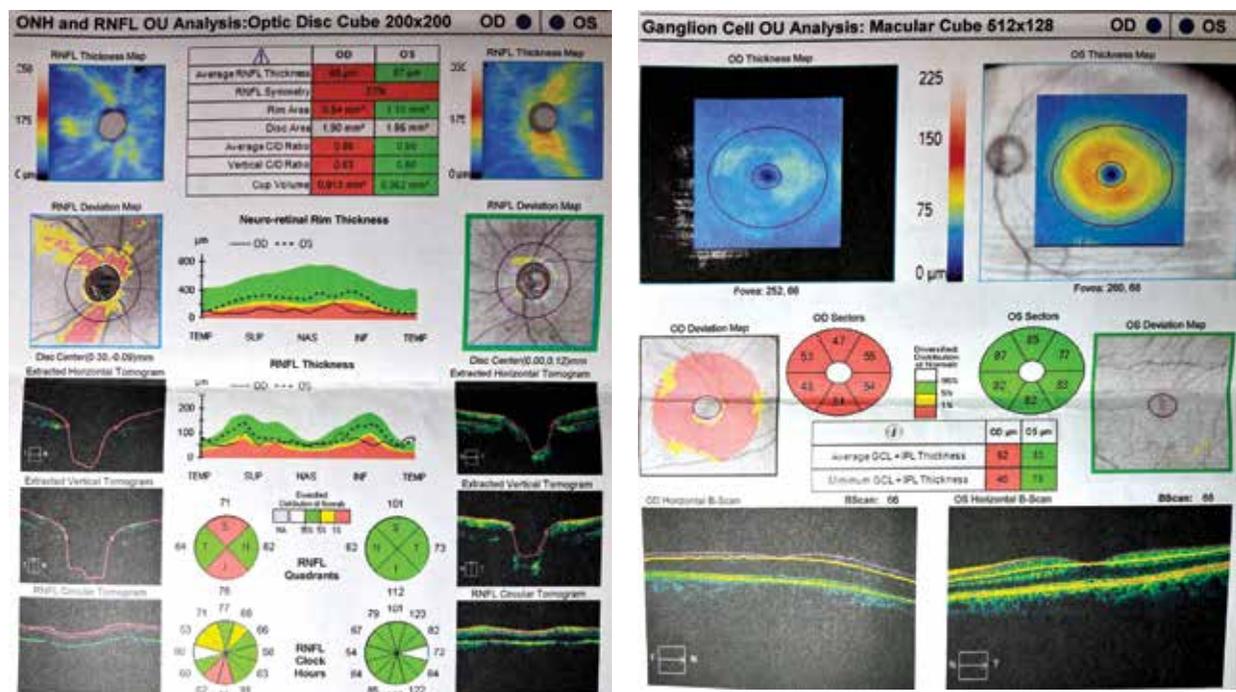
Результаты оптической когерентной томографии
